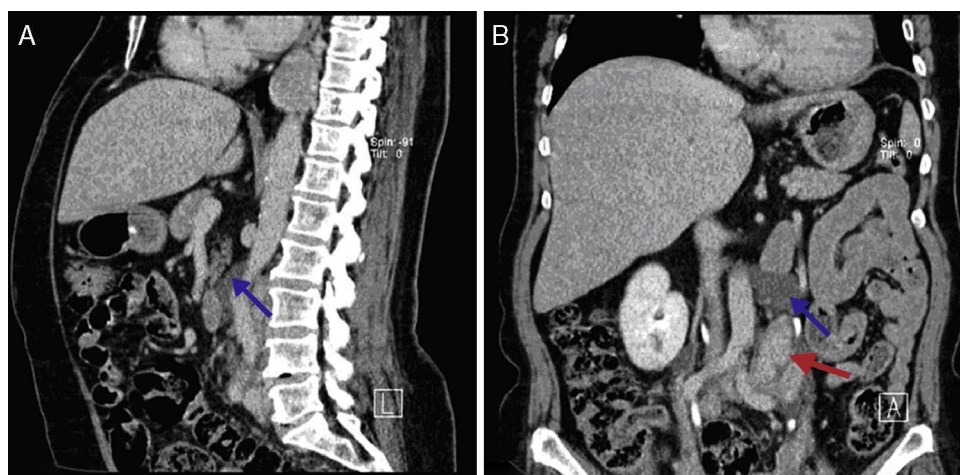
TAC abdominal com contraste, imagens sagital (A) e coronal (B) mostram baixa atenuação de massas císticas retroperitoneal tubulares, que são consistentes com a dilatação dos vasos linfáticos abdominais (seta azul). Linfonodo para-aórtico aumentado (seta vermelha).
